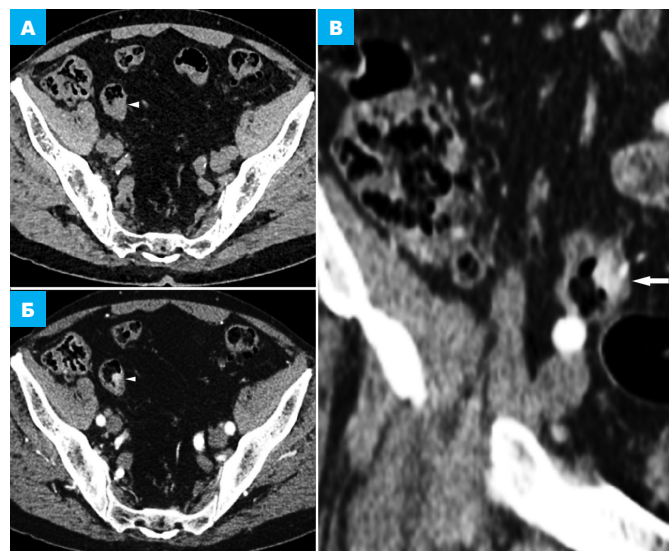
КТ брюшной полости, аксиальная плоскость. А – нативная фаза. Б – артериальная фаза КУ. В – венозная фаза КУ. Г – отсроченная фаза КУ. В просвете сигмовидной кишки на фоне содержимого наиболее четко в артериальную фазу визуализируется полип на длинной ножке с типичной картиной КУ (стрелки). Градиент КУ в артериальную фазу 55 HU
